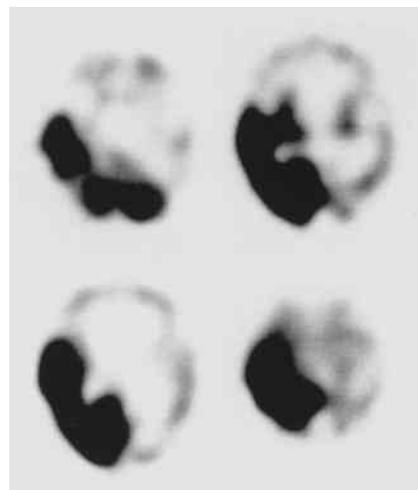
¹²³I-IMP-SPECT（1998年8月1日）
